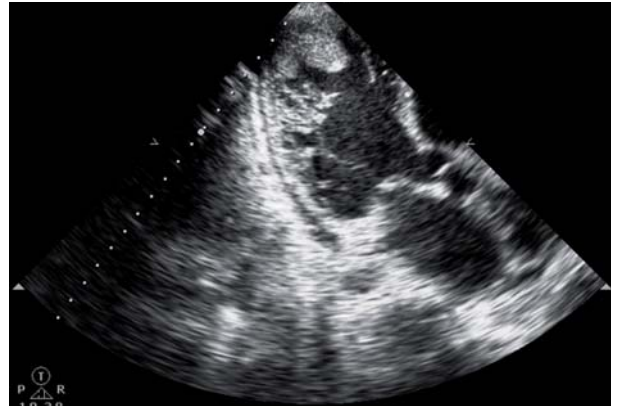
B. Ecocardiograma que evidencia aquinesia en segmentos apicales y ápex, imagen Ecorrefringente en segmento Lateroapical compatible con Trombo Intracavitario.
